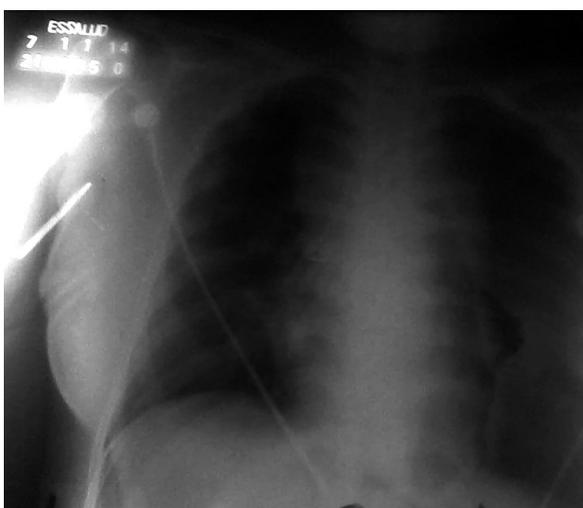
Radiografía de tórax con re expansión pulmón derecho y resolución de atelectasia pulmón izquierdo.
